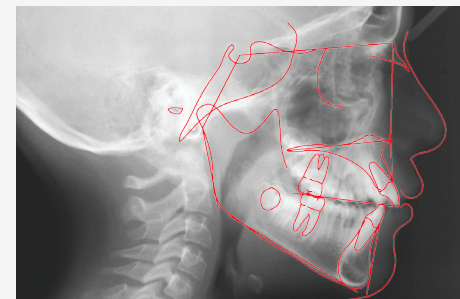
Telerradiografía y trazado cefalométrico inicial
